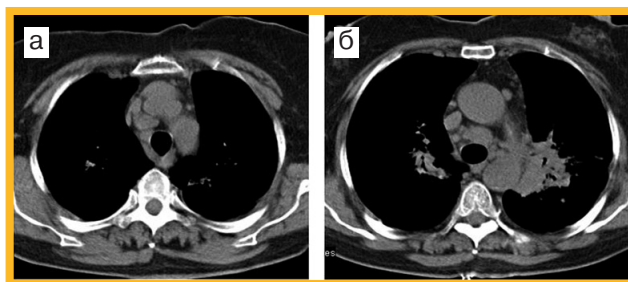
КТ той же больной. На аксиальных срезах определяются множественные медиастинальные лимфатические узлы размером 15–21 мм паратрахеальной и парааортальной групп
